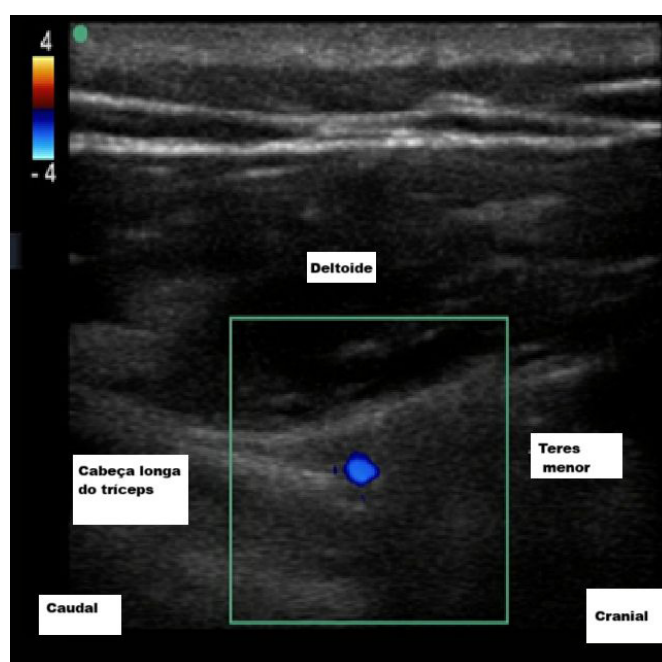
Imagem de ultrassom do espaço quadrilateral com doppler mostrando a artéria circunflexa posterior do úmero.
